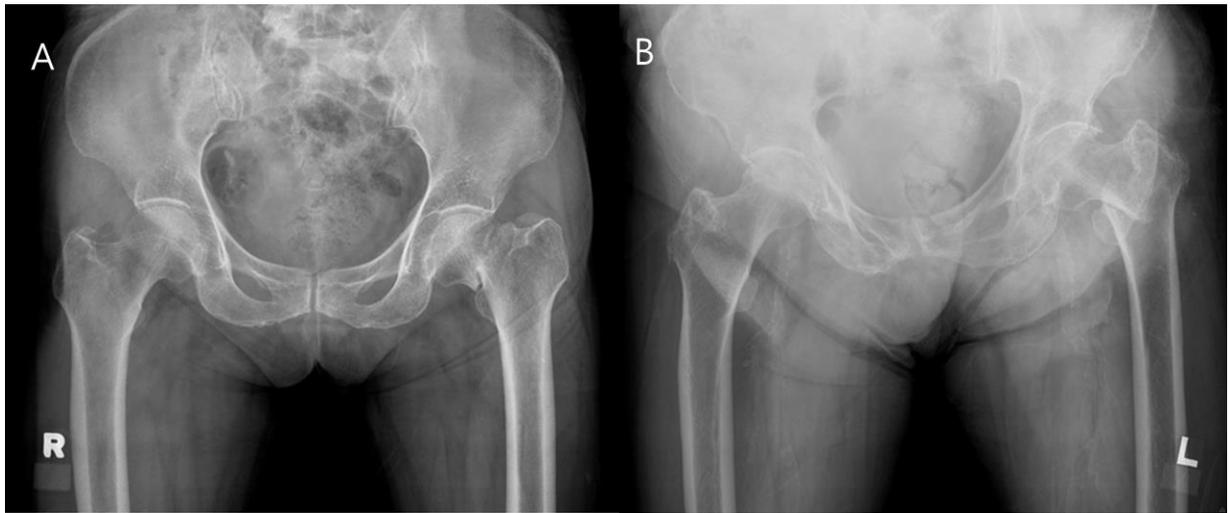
Radiography of femur neck fracture (A) and intertrochanteric fracture (B)
